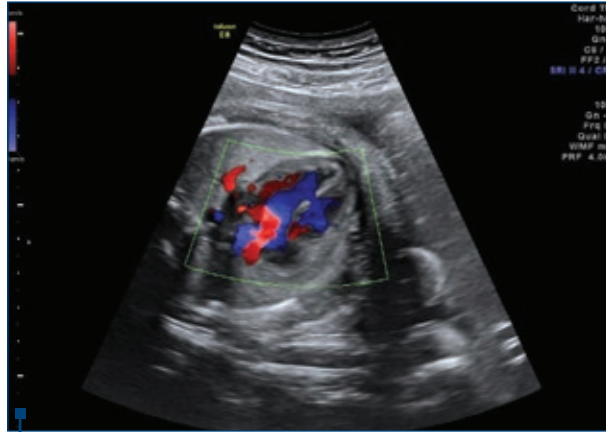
DSV muscular (imagine Color Doppler)
